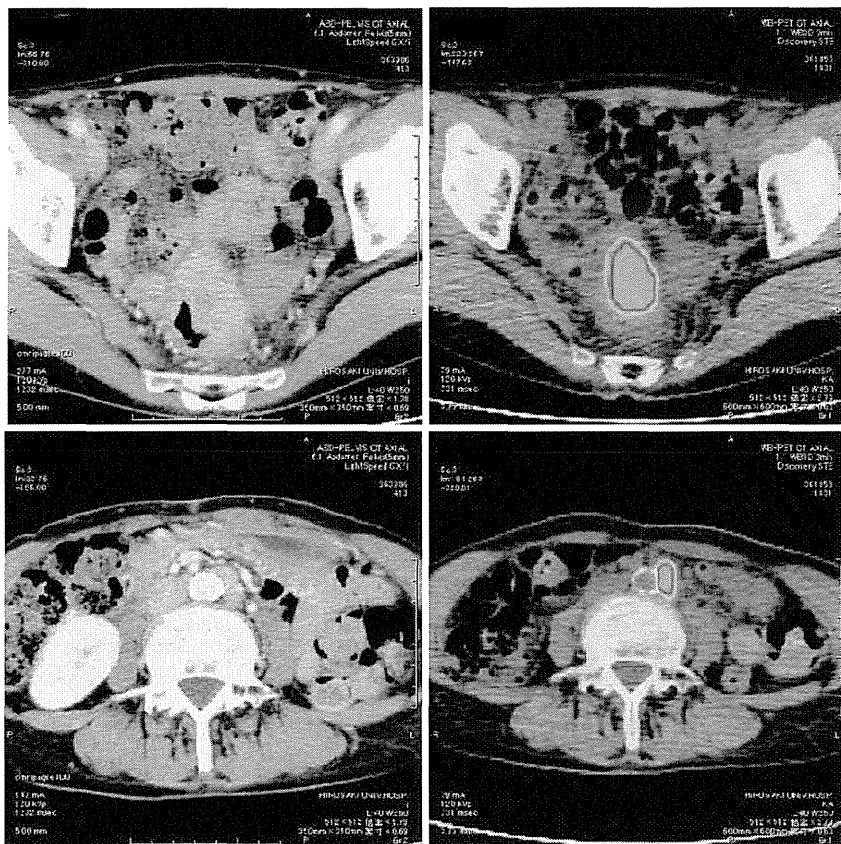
(A, B) 腹部 CT 検査所見 : (A) 直腸 RS~Ra に腫瘍を認め、小腸への浸潤が疑われる。(B) #216リンパ節転移が疑われた。(C, D) FDG-PET 所見 : (C) 主病変には SUVmax 16.2 の陽性集積を認めた。(D) #216リンパ節にも SUVmax 8.1 の陽性集積を認めた。
